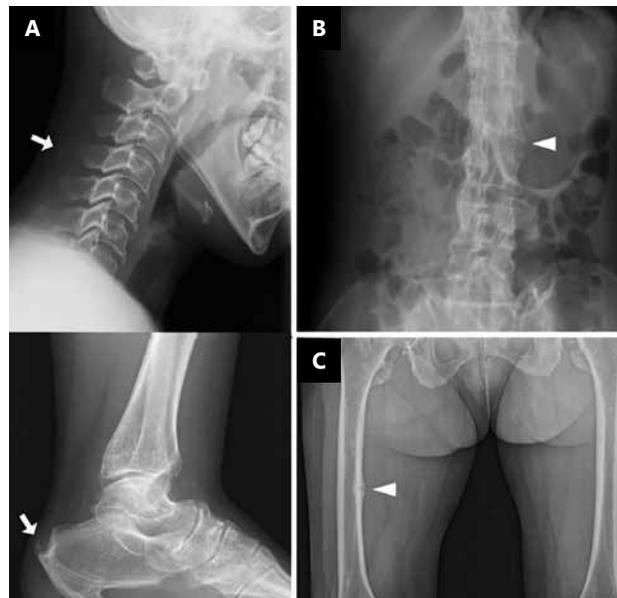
Las radiografías muestran entesopatía, calcificación de ligamentos (A), osteofitos espinales vertebrales (B), y fractura de Looser (C) ⁽¹⁰⁾
